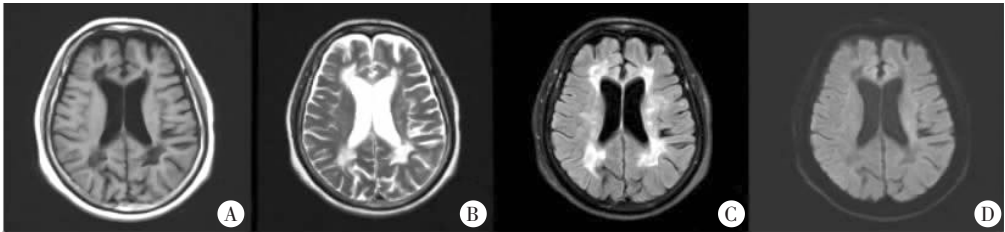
患者发病后头颅 MRI 平扫(双侧脑室旁及双侧基底节区)
